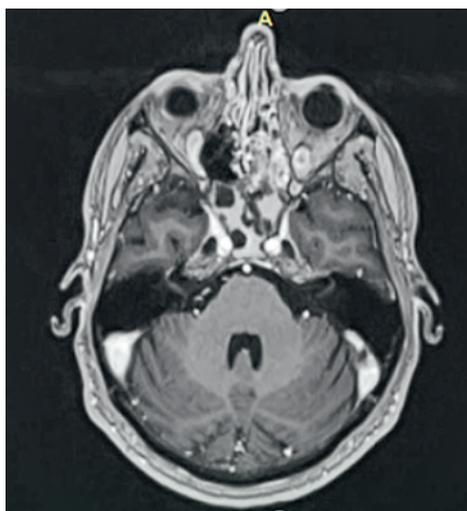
МРТ (аксиальная проекция) ОНП через 2 года после оперативного лечения и через 1 год после завершения курса ХТ
